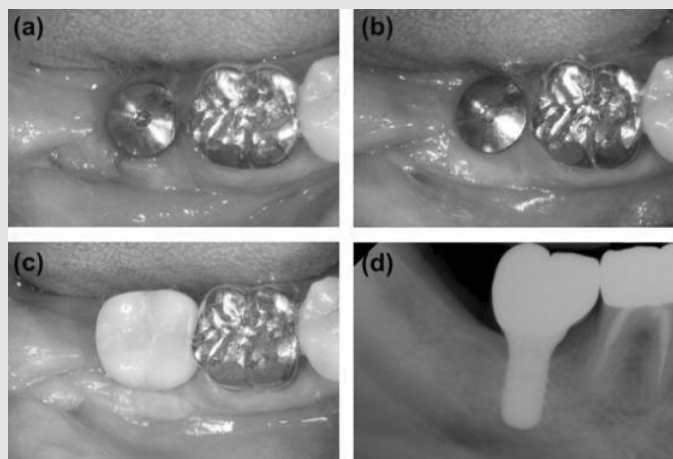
Clinical photographs during follow up period: Case 1. (a) Occlusal view. Stitch out. (b) Occlusal view. 3 months post-operative view. (c) Occlusal view. 5 months post-operative view. (Prosthesis was connected). (d) Post-prosthetic treatment periapical view.
